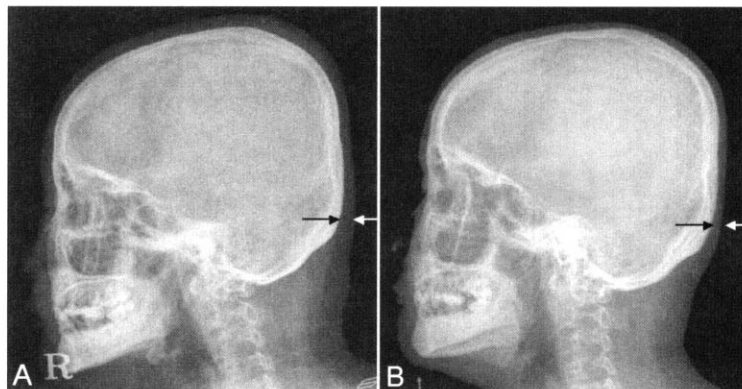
Soft tissue density skull X-ray findings of the patient: (A) at the onset of scalp edema, (B) after the ligation of left brachiocephalic arteriovenous fistula. Note that the thickness of cervical soft tissue decreased after the ligation (between arrows).
